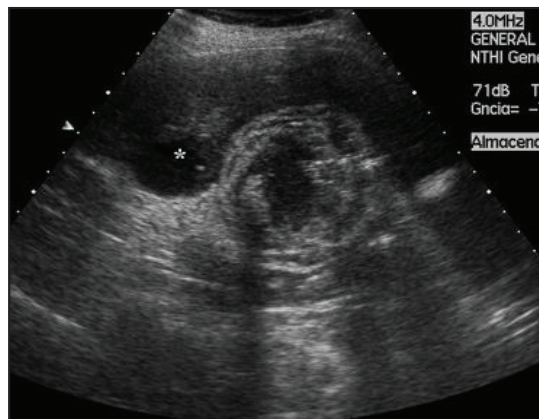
Ecografía modo B que muestra marcado engrosamiento de la pared vesicular y estratificación de la misma
